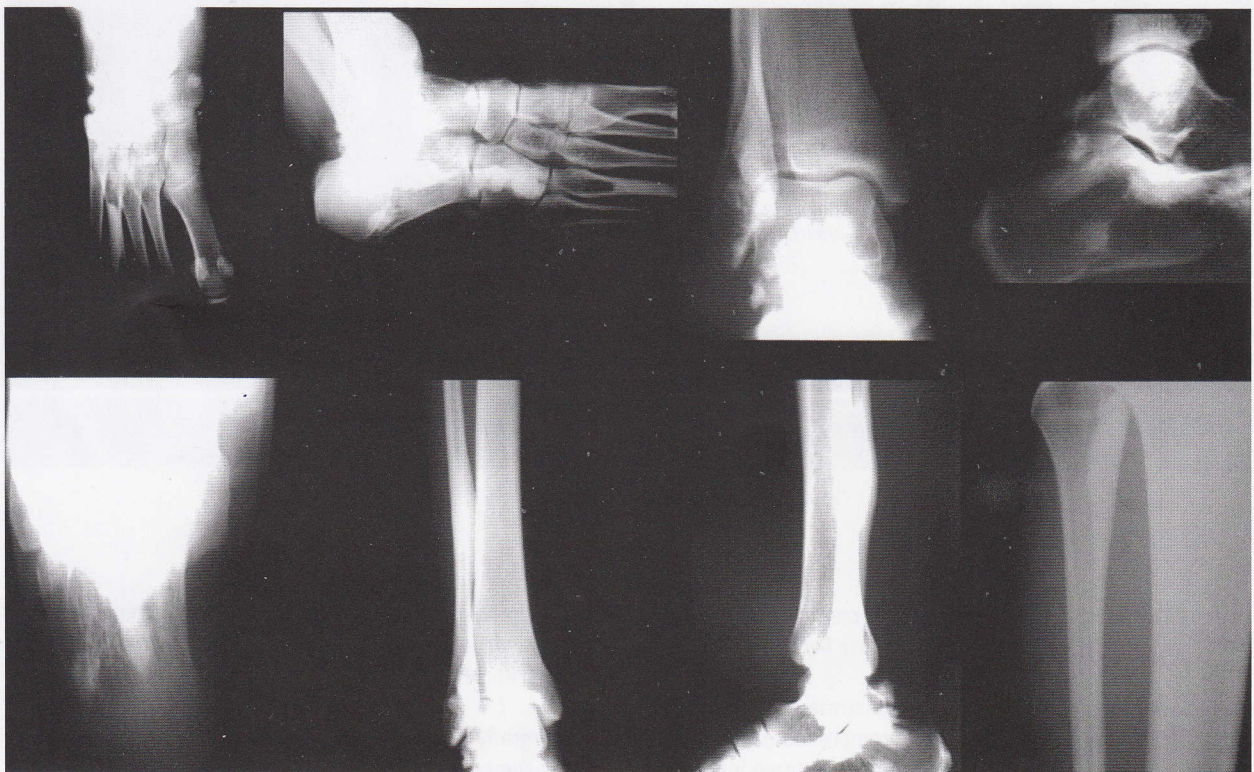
Radiografias simples obtidas da paciente na primeira consulta. Observar as lesões hiperostóticas características em "cera de vela".
